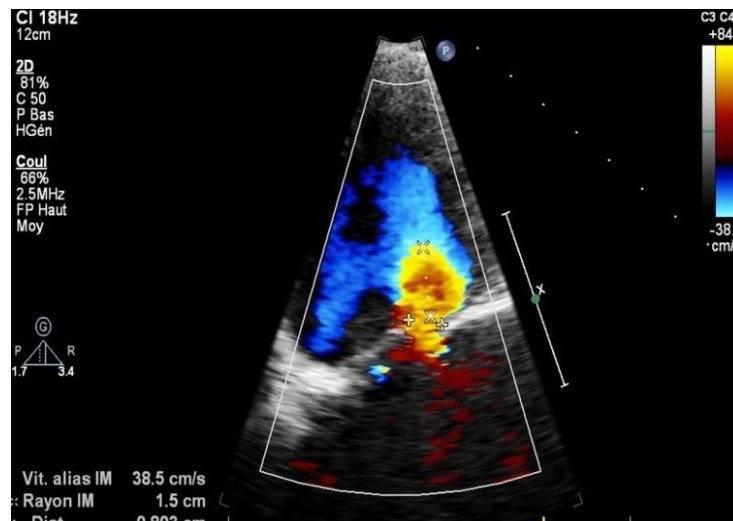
Evaluation de la sévérité de l'IM au Doppler couleur par la mesure de la largeur de la Vena contracta.
